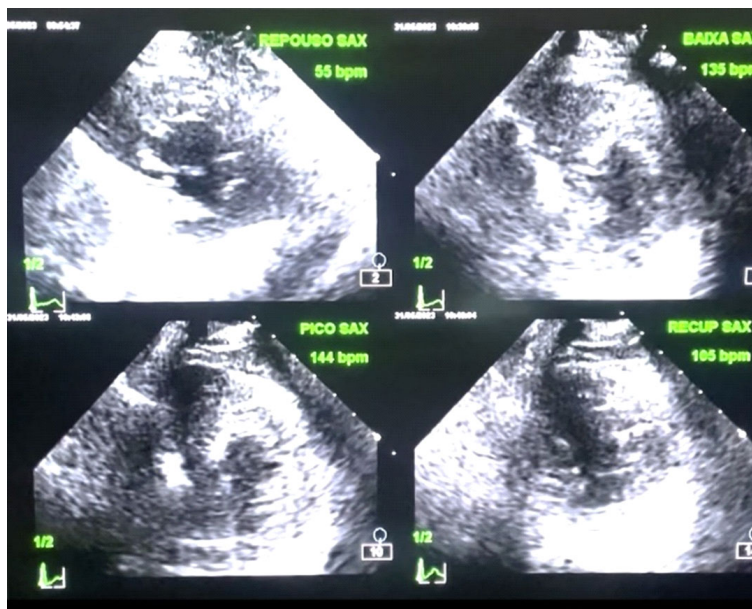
Imagem ilustrativa da comparação da função ventricular no corte para-esternal eixo curto, nos quatro estágios do ecocardiograma sob estresse: repouso, baixa dose, pico do esforço e em recuperação.
